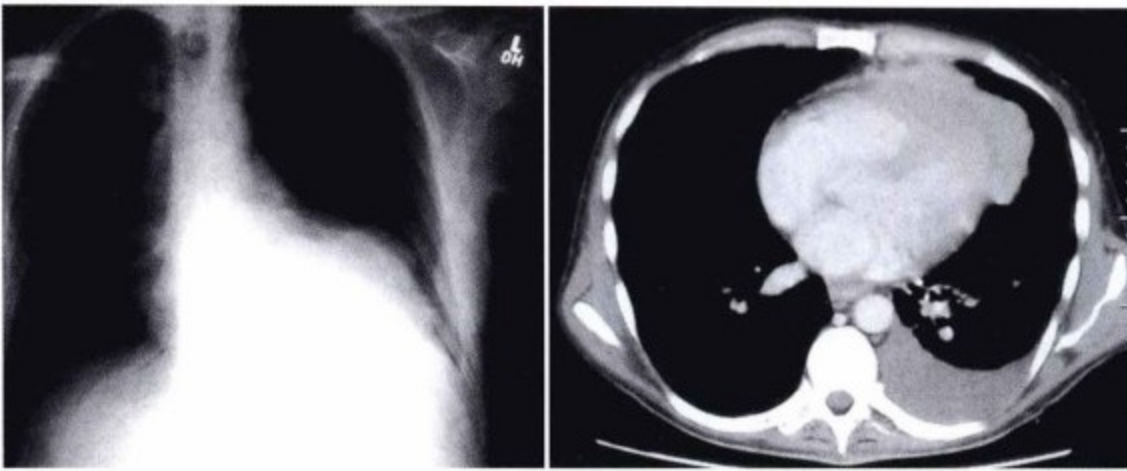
胸片(左)和轴位增强CT(右)。心脏轮廓异常,心尖局部膨隆。右侧无胸腔积液。CT扫描对比增强欠佳。巨大肿物包绕左室及右室心尖段,肿物浸润右室心尖,右室心尖消失。无心包积液,左侧可见胸腔积液。
